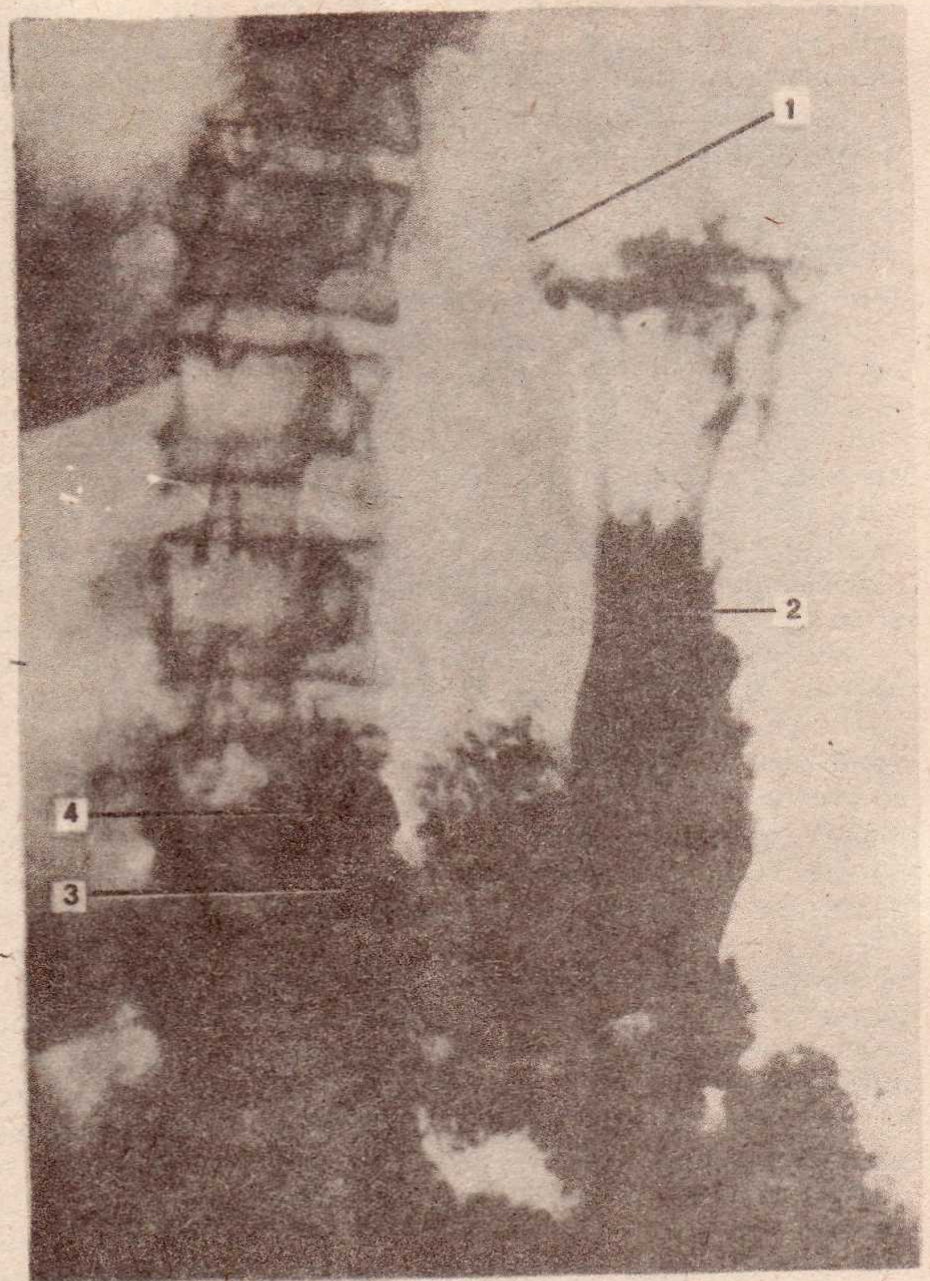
Radiografie a stomacului umplut cu masă contrastantă.
